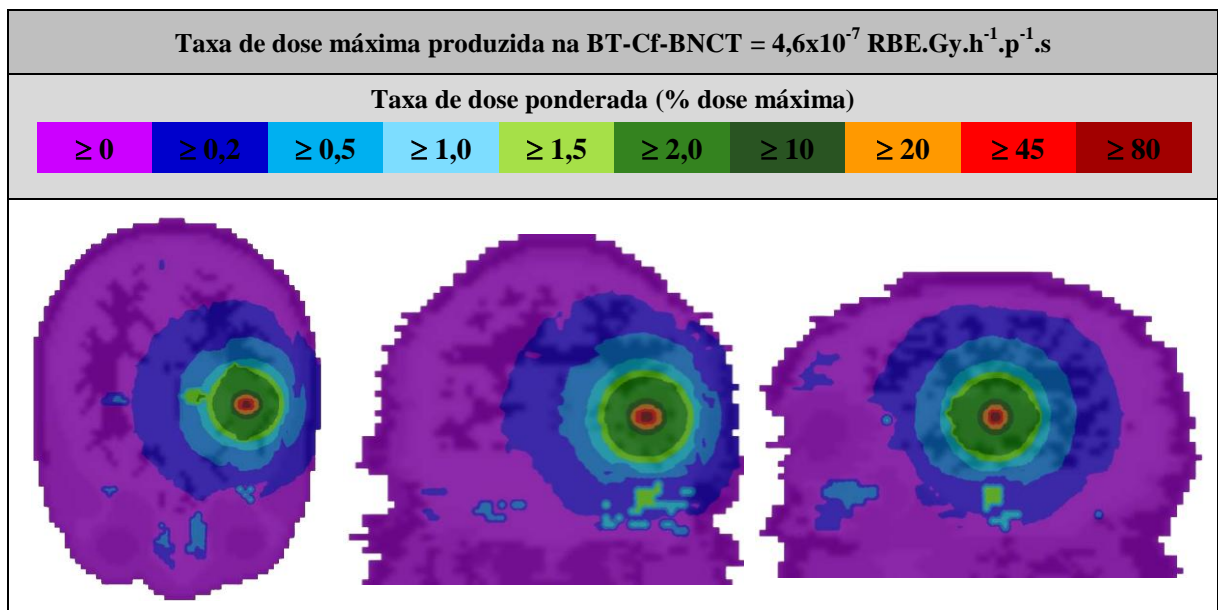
Superfícies de isodose que representam a taxa de dose ponderada total produzida na BT-Cf-BNCT nos planos axial, coronal e sagital do modelo computacional, respectivamente.
